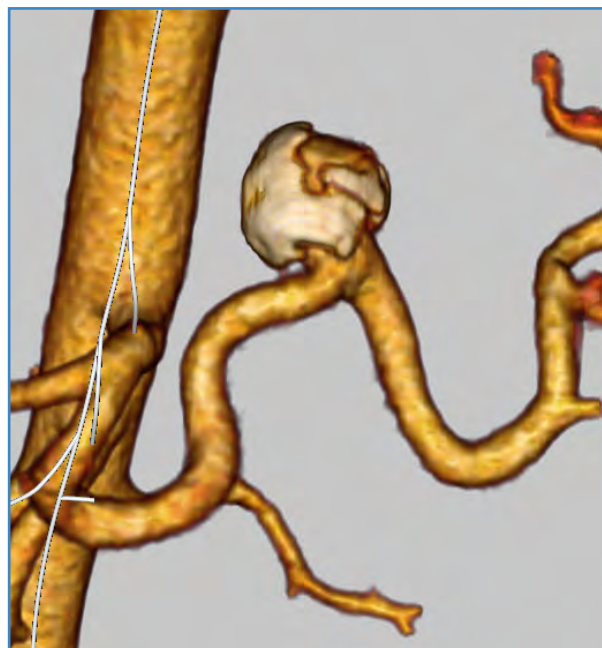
Imagen diagnóstica de aneurisma de arteria esplénica calcificada mediante angio TAC.
